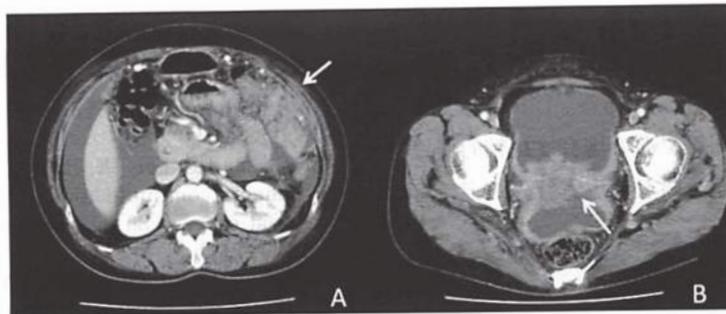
Abdominal CT findings (axial view) demonstrating extensive ascites thickening of omentum (arrow in A) and uterine wall (arrow in B).
